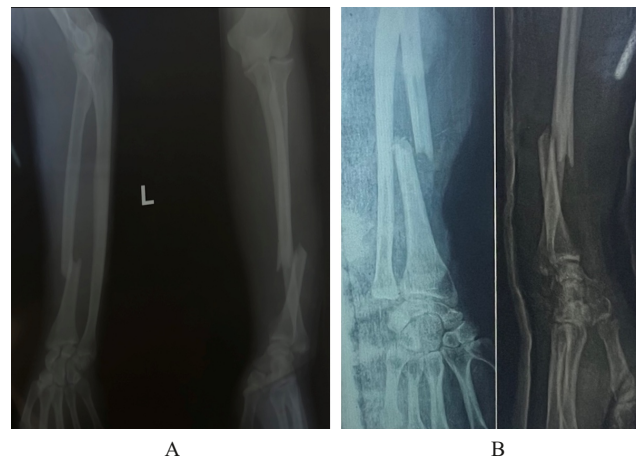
Radiographies standards montrant la fracture de Galeazzi
